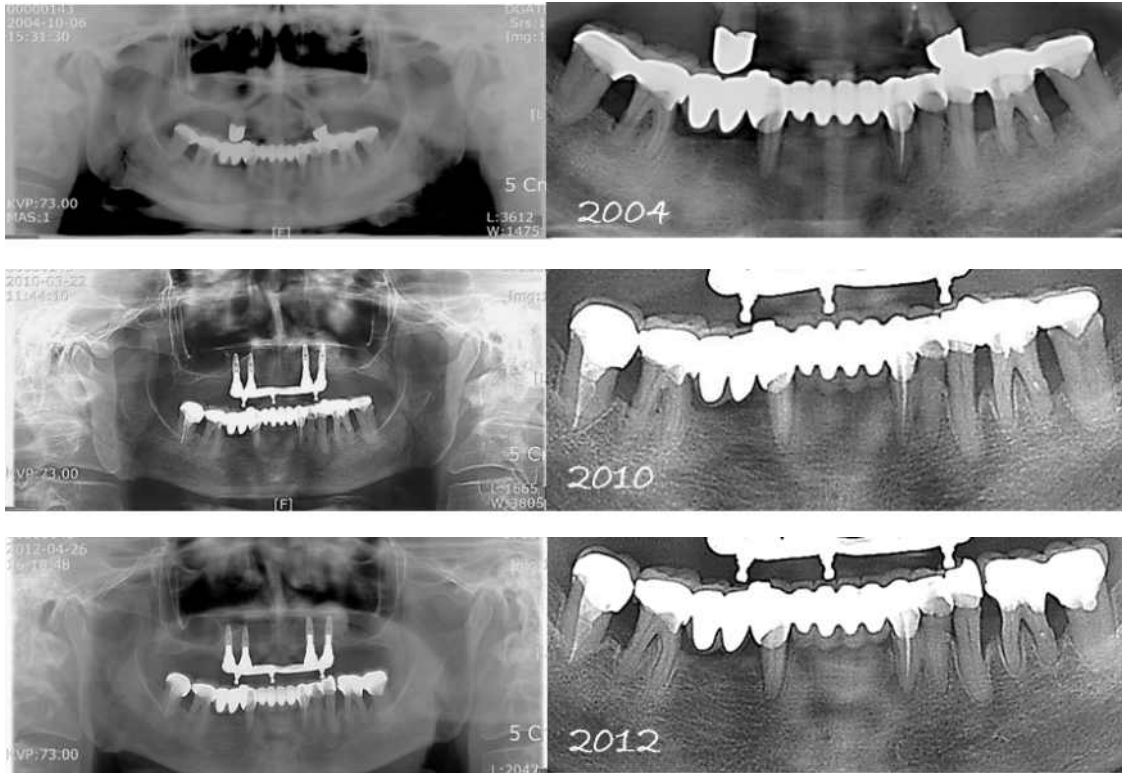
Radiographs of the cross-arch fixed partial denture showing more thick and apparent lamina dura by passing the time.
